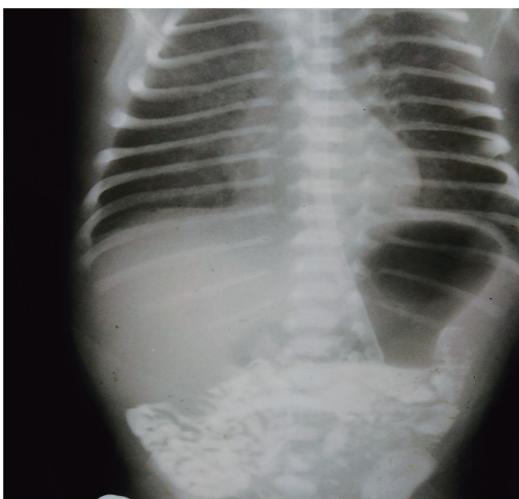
Обзорная рентгенограмма органов брюшной полости с контрастированием через 18 часов
